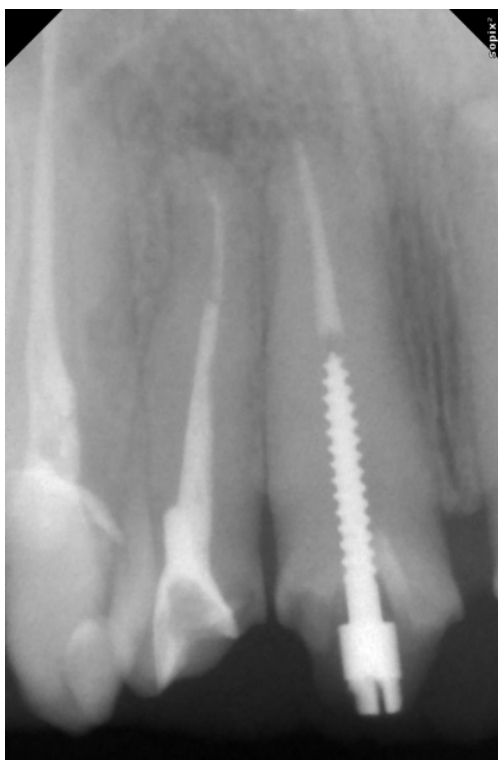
Прицільний рентген знімок 11 та 12 зуба.
